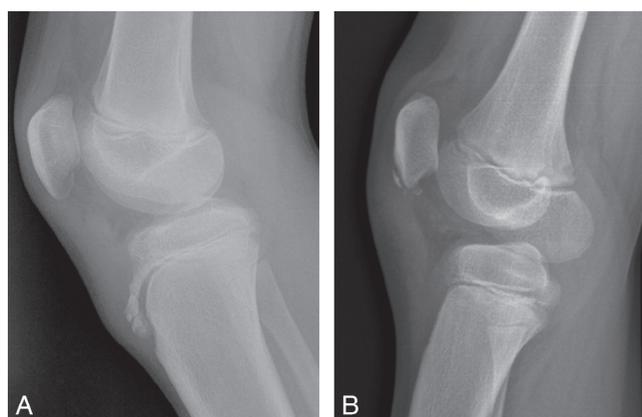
Apophysites de croissance du tendon patellaire. Radiographies de profil.
